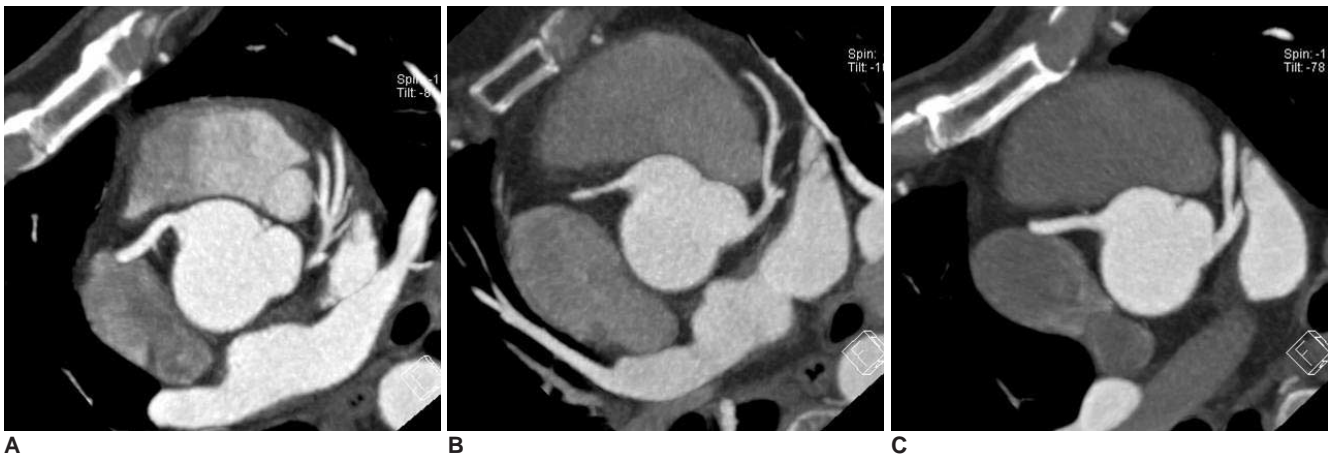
A-C. CT images in representative coronary CT angiography studies of group.
